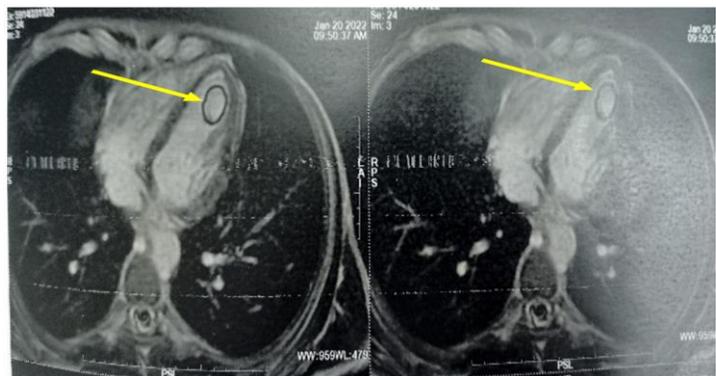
Image IRM thoracoabdominale ; coupe transversale d'un kyste hydatique intracavitaire du VG
